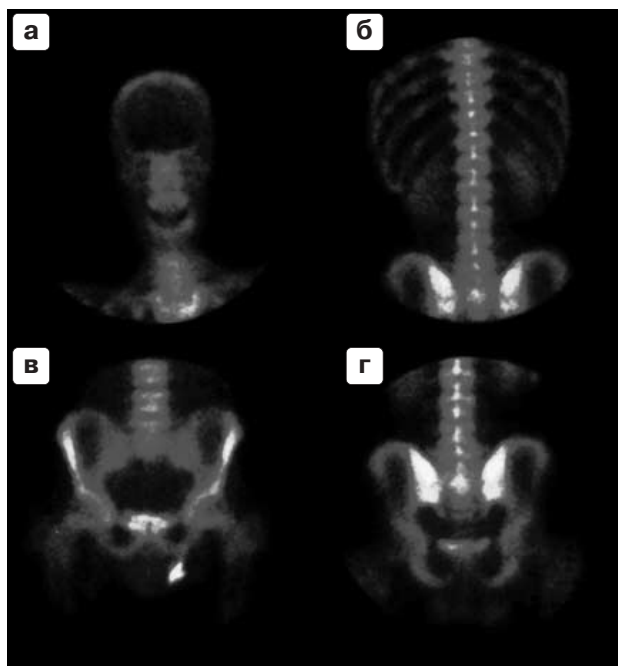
Сцинтиграфическое изображение различных отделов скелета в норме при полипозиционной сцинтиграфии: а – череп (передняя проекция), б – нижнегрудная, поясничная и тазовая (частично) области (задняя проекция), в – область таза (передняя проекция), г – задняя проекция таза.
